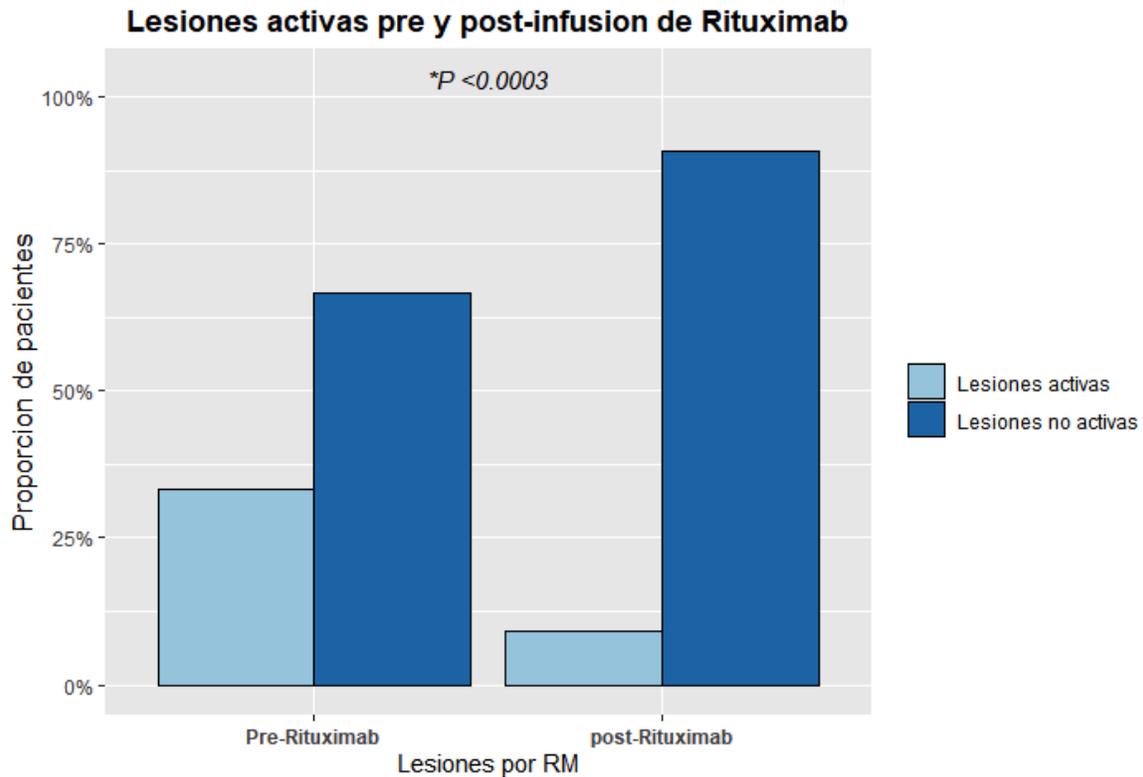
Grafica que muestra las lesiones activas en resonancia magnética pre y post tratamiento con rituximab.
